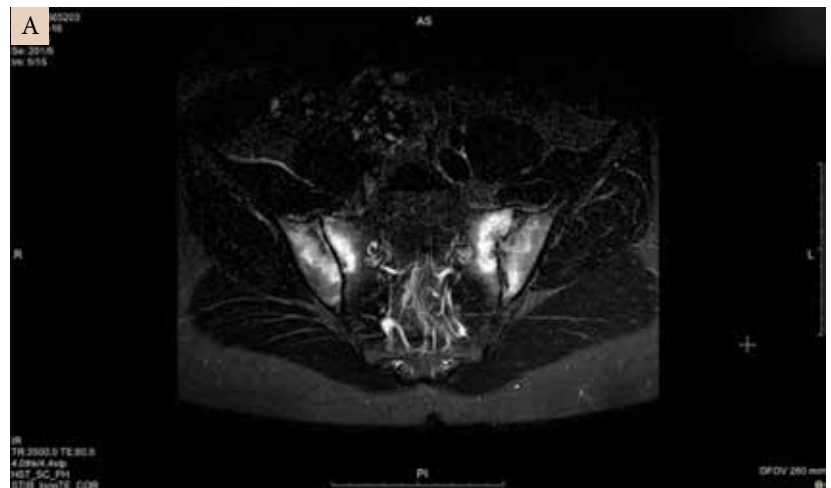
Магнитно-резонансная томограмма КПС пациента М. исходно (А) (в режиме STIR интенсивность МР-сигнала от костных структур значительно усилена вдоль обоих КПС как со стороны крестца, так и со стороны подвздошных костей) и через семь месяцев (Б) (определяются слабо измененные в режиме STIR участки в субхондральных отделах крестца и подвздошных костей с обеих сторон)
